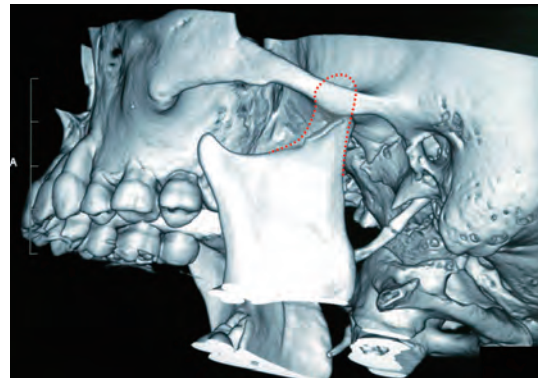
교정치료를 두 번 다시 한 환자의 3차원 CT 영상.
